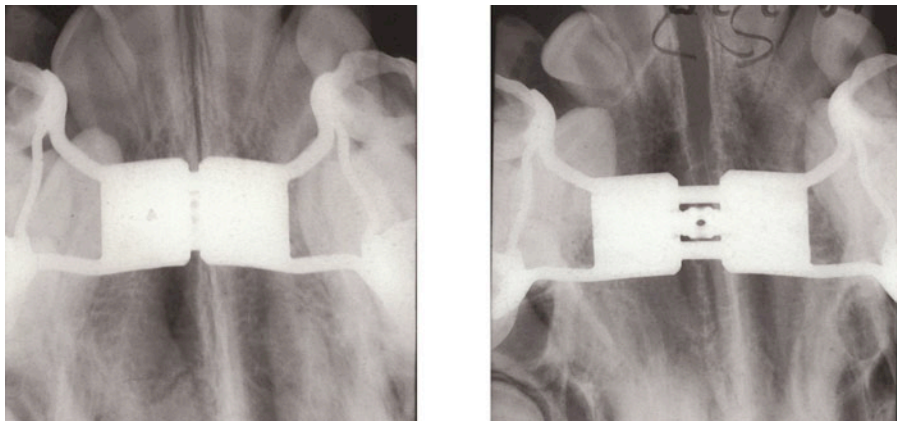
Röntgenkontrollen einer sich öffnenden Gaumennaht, GNE-Apparatur in situ
